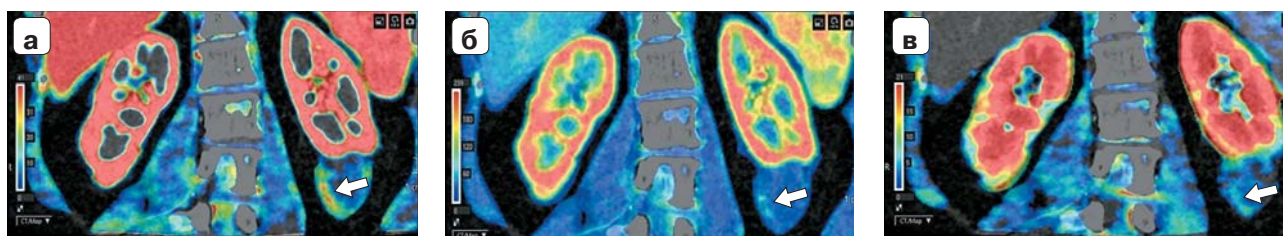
Цветовые перфузионные карты этой же пациентки с резко сниженными показателями перфузии основной массы опухоли, с сохранением незначительно повышенных перфузионных показателей по медиальному контуру ПАМЛ (неполная эмболизация сосудов). а – картирование объема кровотока (BV); б – картирование скорости артериального кровотока (AF); в – картирование проницаемости сосудистой стенки (CL). Опухоль обведена пунктирной линией. Стрелками отмечена остаточная ветвь без признаков эмболизации.
